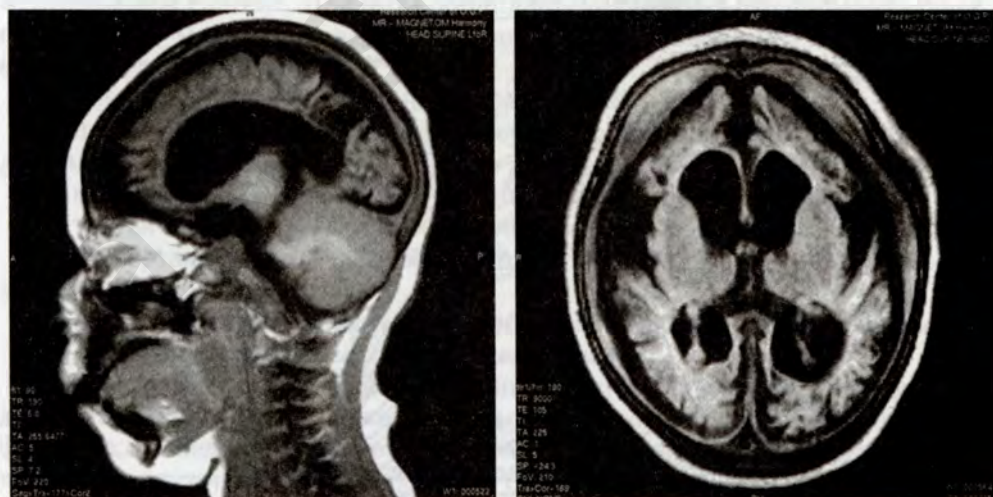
МРТ головного мозга ребенка с врожденной герпес-вирусной инфекцией
